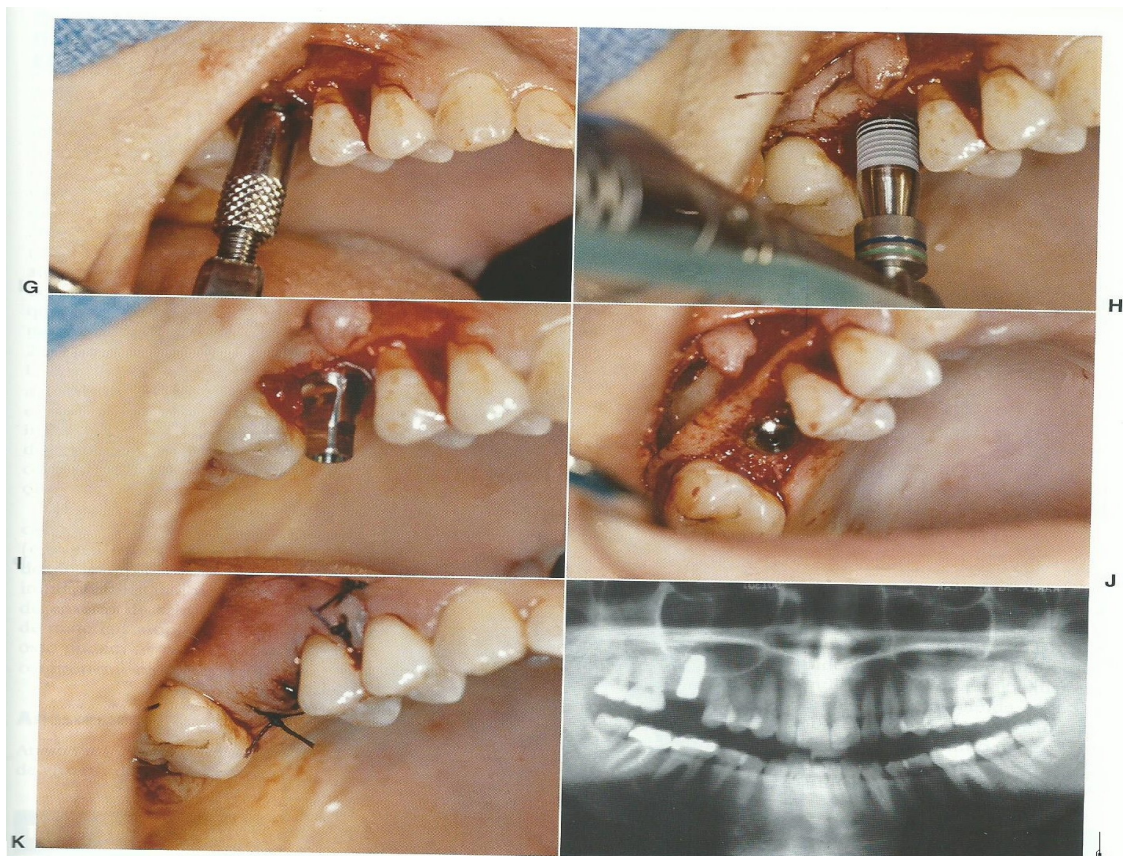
G, Um martelo bate suave e vagorosamente no osteótomo de ponta romba através do assoalho do seio, 2 mm além. H, Um implante é lentamente parafusado no local e segue 2 mm além e acima do assoalho do seio. I, O implante do molar de 12 mm de comprimento e 5 mm de diâmetro está no local. J, Um parafuso de cobertura do primeiro estágio é inserido no corpo do implante. K, Os tecidos são aproximados por fechamento primário. L, Uma radiografia pós-operatória após 4 meses indica que houve formação óssea sobre o ápice do implante. (MISCH 2009)
